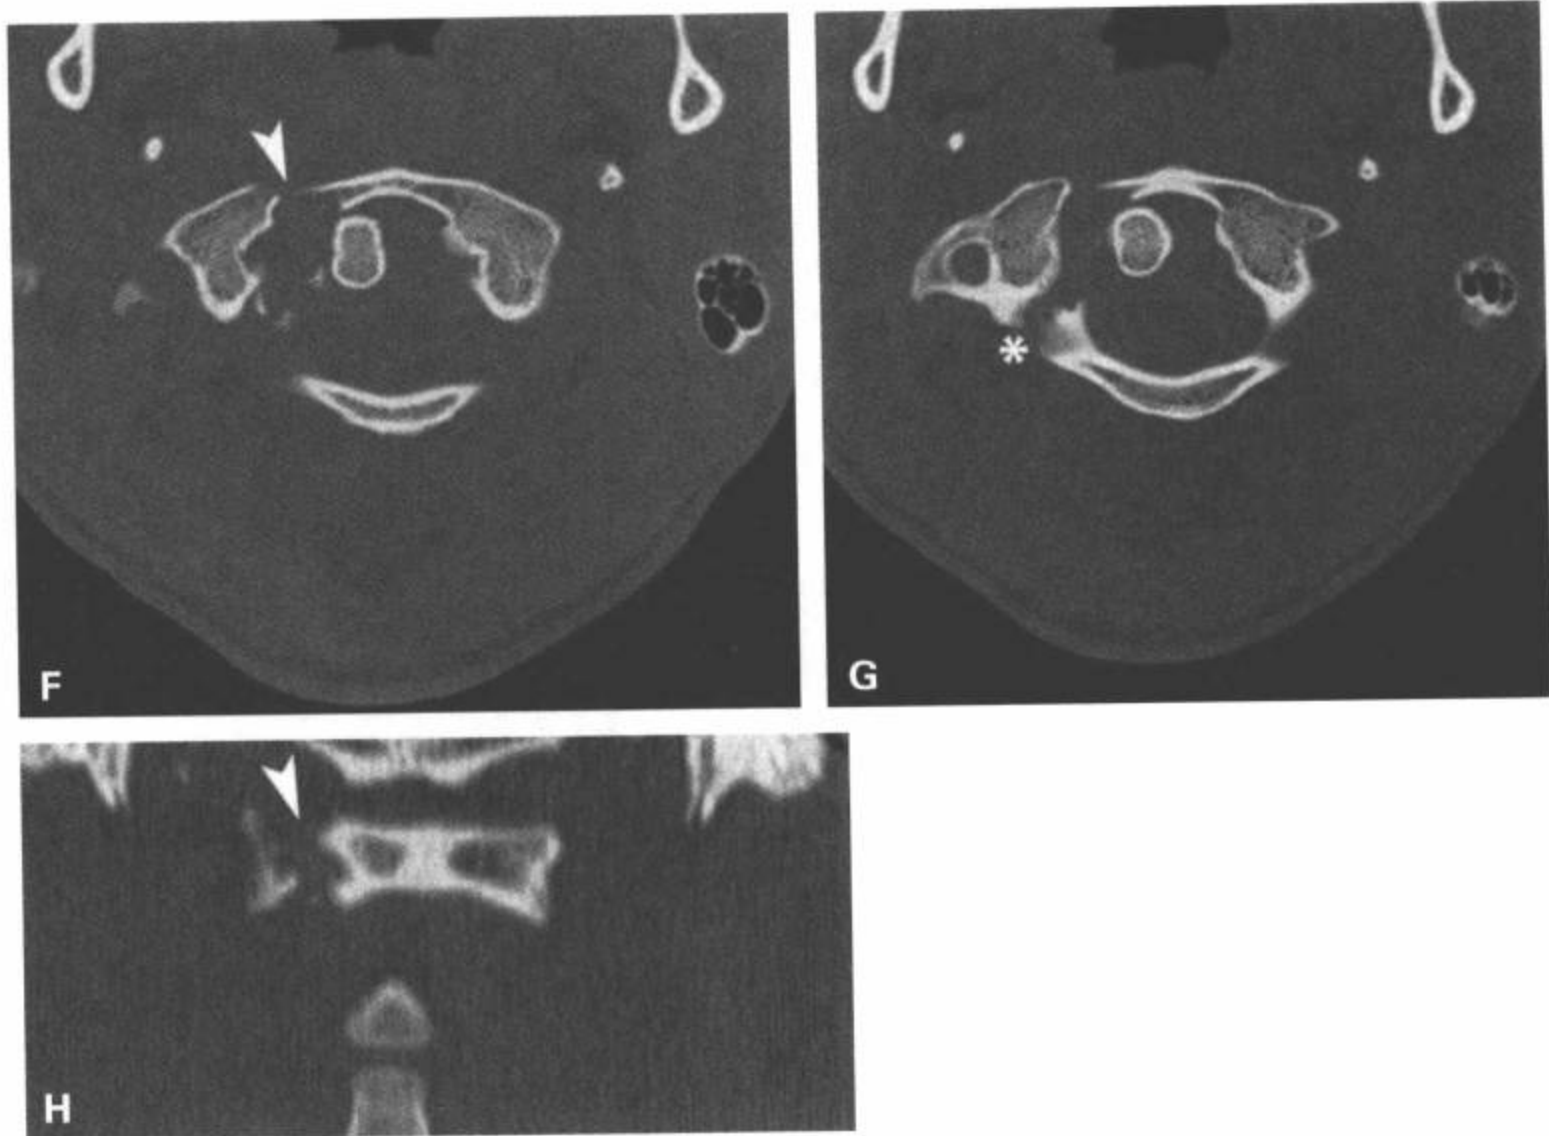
(续) 也获取了损伤后1周(F)和约6周(G)的损伤层面的颈椎CT横断面图像, 创伤后1周的颈椎CT冠状面重组图像(H)。尽管在早期的侧位片(A)上未完全显示, 张口位片(B)完整地显示C1侧块相对于C2倾斜, 提示C1环断裂。创伤后6周的随访图像(E)证明了C1后弓的透亮区(E中箭)。颈椎横断面图像(F、G)证明C1前弓右侧(F中箭)及C1后弓右侧皮质断裂(G中星)。CT冠状面重组图像图像上确认了前弓的损伤(H中箭头)。
